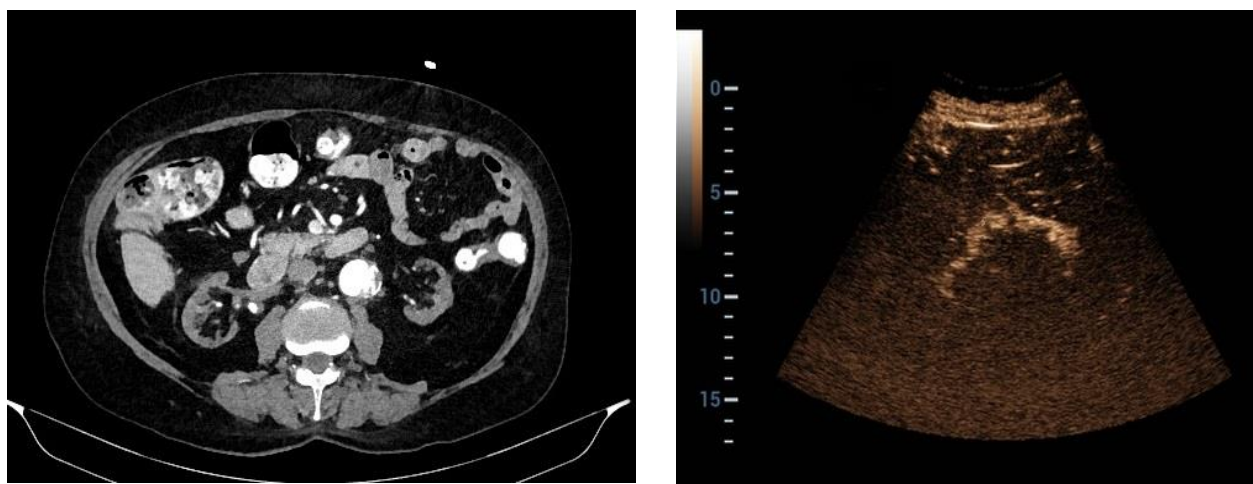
А - МСКТ почек с болюсным контрастированием у пациента с ХБП 4 стадия (Омнипак, 350 мг йода/мл) на томографе Toshiba Aquilion 16 толщина среза 0,5 мм; Б – КУУЗИ правой почки у пациента с ХБП, 4 стадия.
